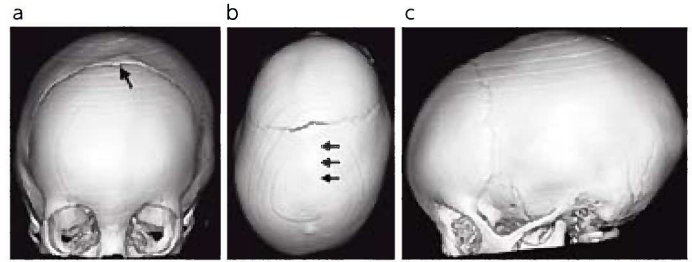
3D-CT上、大泉門が消失しており（a、矢印）、真ん中にあるべき矢状縫合が消失し（b、矢印）、左横方向から見ると前後に長い舟状頭蓋の変形がわかります（c）。
